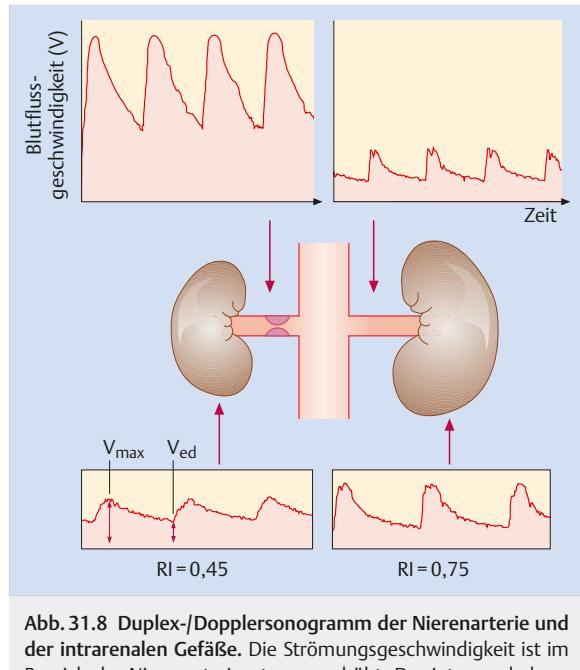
Duplex-/Dopplersonogramm der Nierenarterie und der intrarenalen Gefäße. Die Strömungsgeschwindigkeit ist im Bereich der Nierenarterienstenose erhöht. Der intrarenal abgeleitete Widerstand (RI) ist in der stenosierten Niere im Seitenvergleich erniedrigt. [61], [119]
